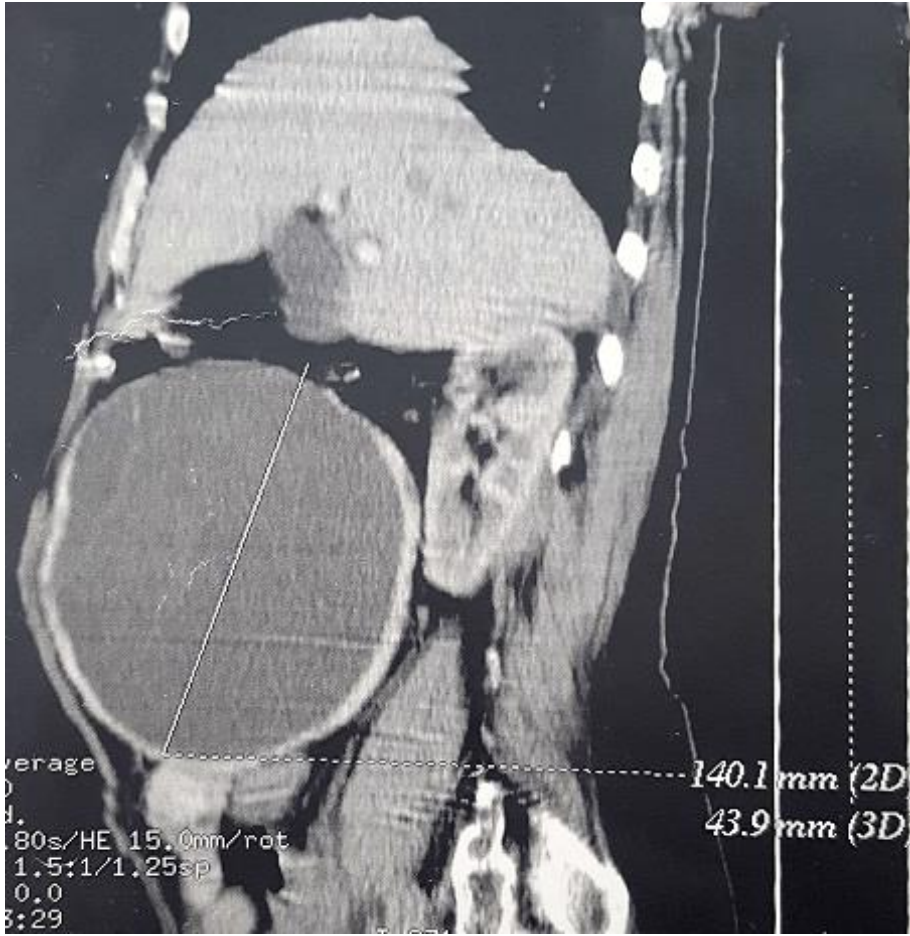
TDM abdominale en coupe sagittale montrant la tumeur
